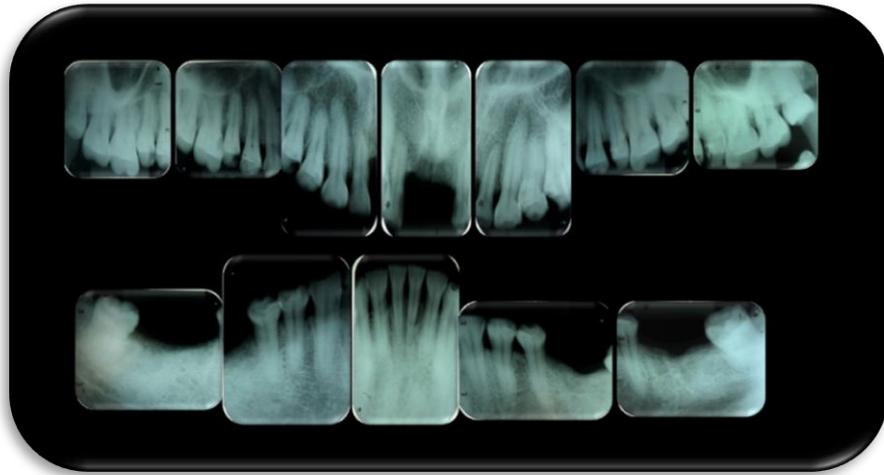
Serie Radiografica
